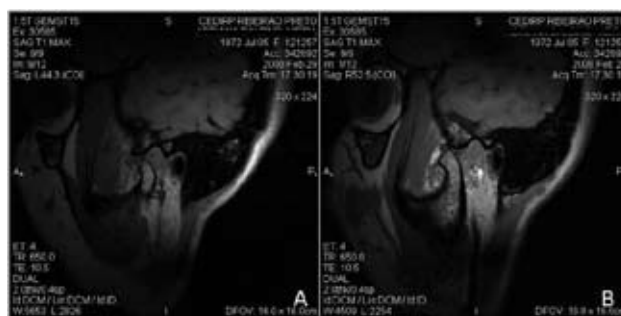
Ressonância magnética das ATM E e D no pós-operatório. Observar a existência do deslocamento do disco para anterior no lado E (A), porém com redução na abertura máxima, além de não haver extravasamento articular.
